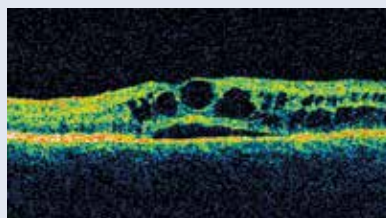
Optická koherentná tomografia. Obr. 2a | Optická koherentná tomografia normálnej makuly Obr. 2b | Optická koherentná tomografia diabetickejšiu cystoidného edému makuly. Archív autorky
